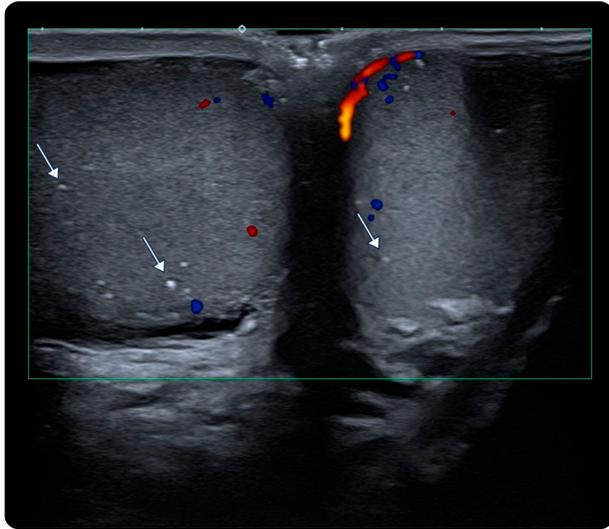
Testículos. Localización, tamaño y morfología conservados, con múltiples calcificaciones puntiformes (flecha blanca), sin alteraciones vasculares al modo Doppler color.
